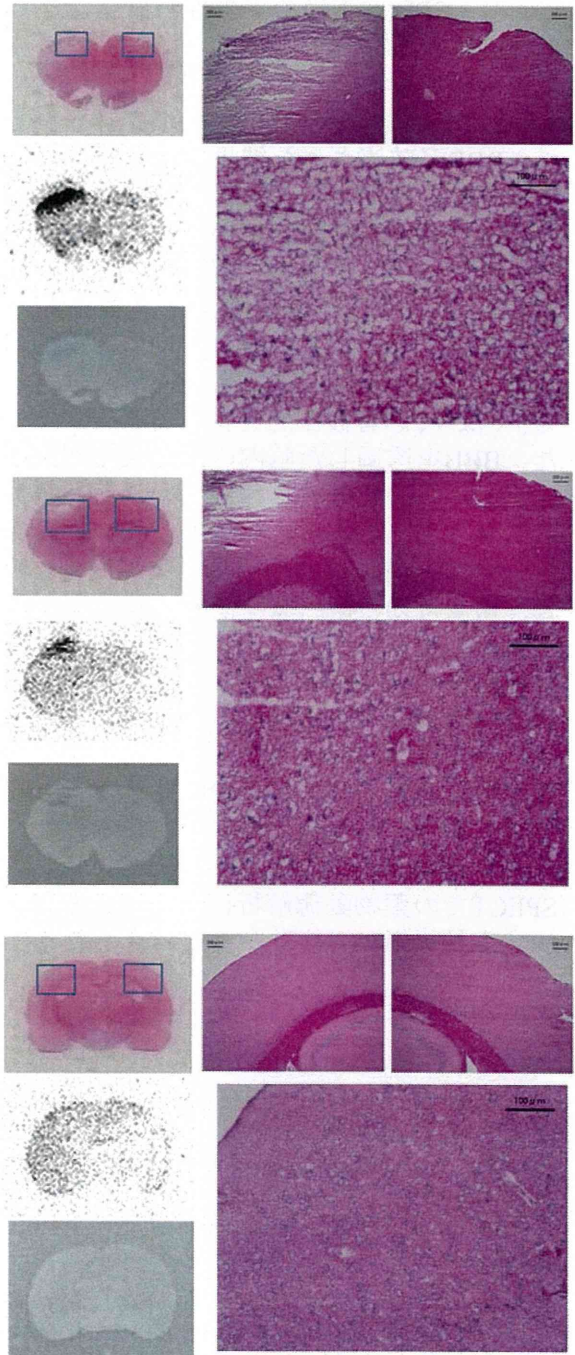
摘出脳の代表的な切片のAutoradiography画像とHE染色画像。上図：集積の多いスライス、中図：集積が少しあるスライス、下図：集積の無い少ないスライス。Autoradiography画像はSPECT画像と同じような集積が見られた。集積が多いスライスは組織にダメージがある。
